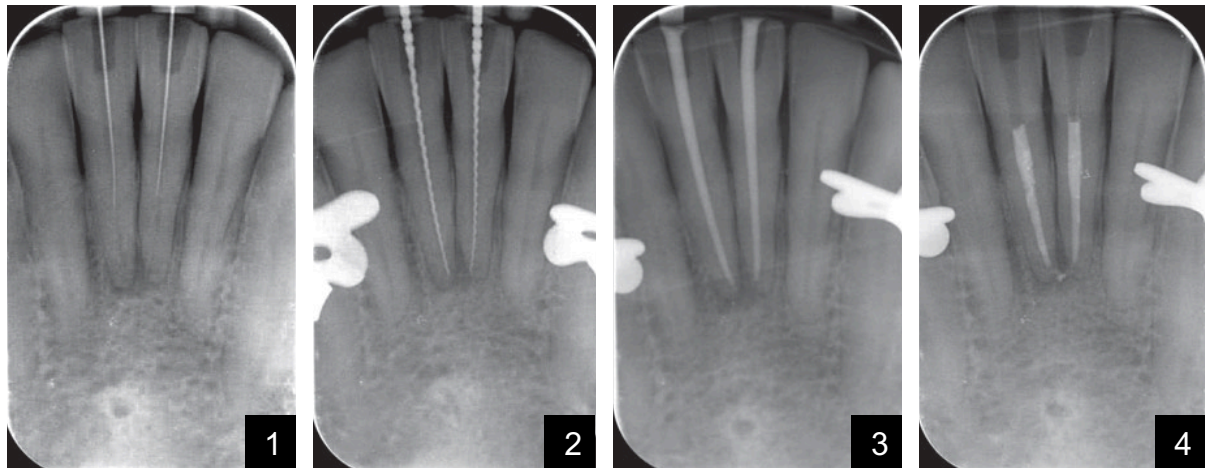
Radiographies rétro-alvéolaires prises au cours du traitement endodontique. Après utilisation du guide et obtention de la perméabilité apicale objectivée par la mise en place d'une lime K10 (1). Obtention de la longueur de travail déterminée (2). Essayage des maitres cônes de gutta-percha (3). 31 et 41 obturées (4) (source : Connert et coll., 2018).
